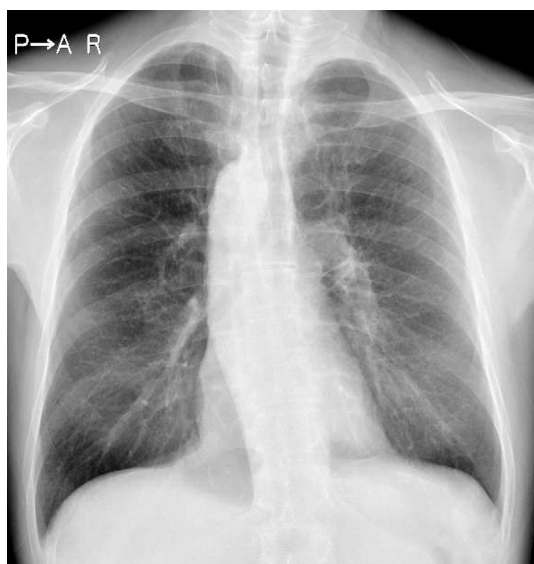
Chest X-ray showed a mass in the left upper lung field and right aortic arch.
